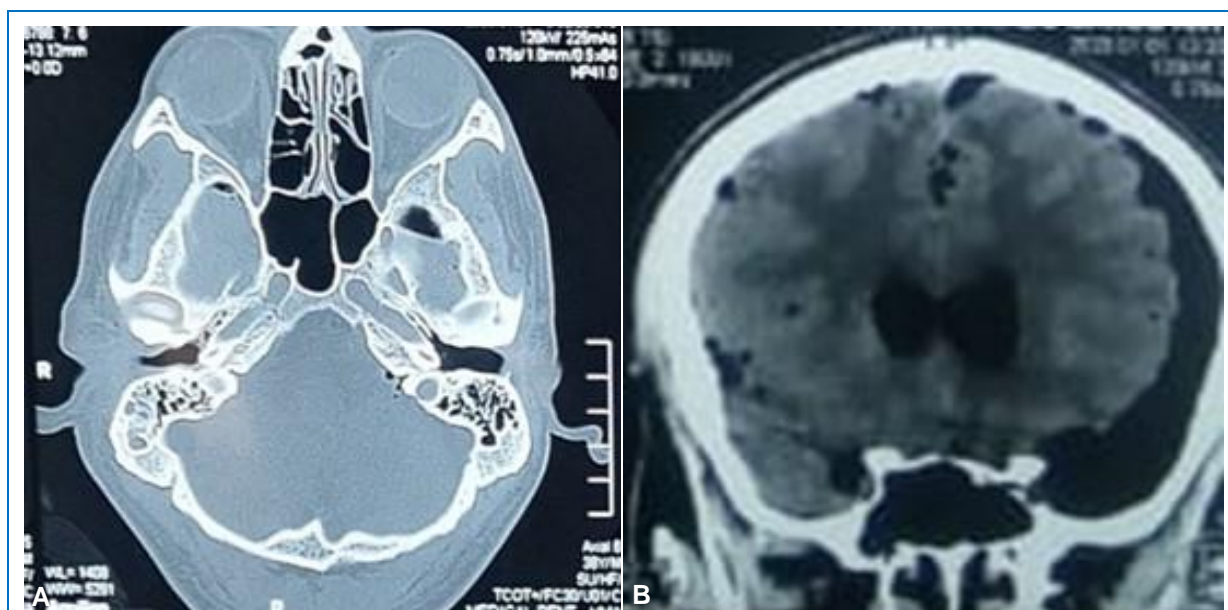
(A) Tomografía cerebral en vista axial y ventana ósea que muestra celdas mastoideas ocupadas por líquido debido a fractura de base de cráneo. (B) Tomografía cerebral en vista coronal y ventana parenquimal que muestra neumoencéfalo a predominio de la región frontal izquierda, en cisternas basales, espacio subaracnoideo y ventrículo laterales, borramiento de surcos y cisuras, con ligera desviación de la línea media.
